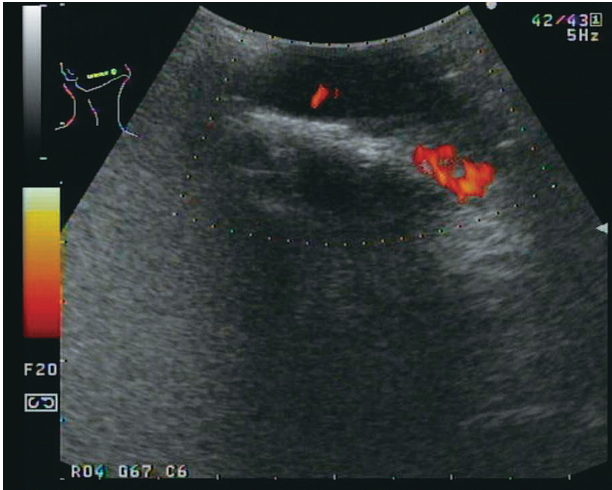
歯肉腫瘍の口腔内用プローブによる超音波像 (Doppler法)
